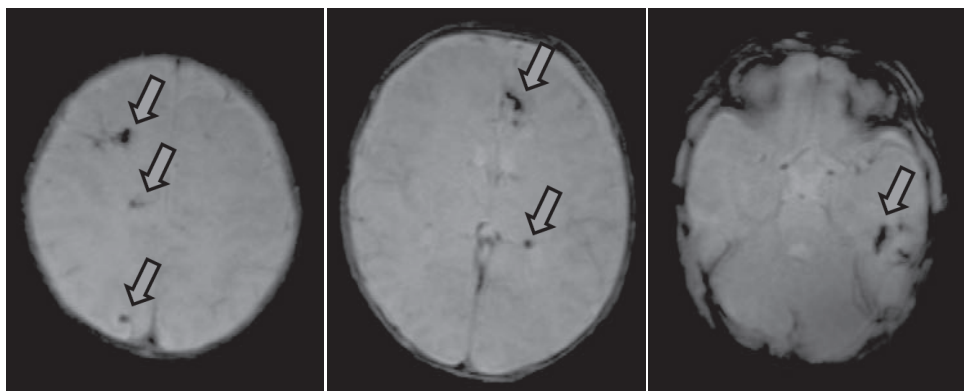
児の頭部MRI T2*強調画像 (生後2カ月)
